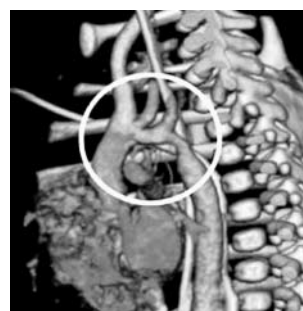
МСКТ у пациента с коарктацией аорты.
